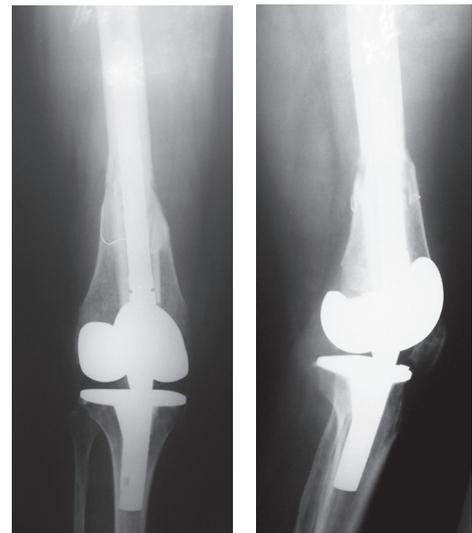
Шарнирный эндопротез Rotating Hinge Knee (Zimmer), имплантированный после резекции дистальной трети бедренной кости по поводу гиганто-клеточной опухоли: а – резецированная дистальная треть бедренной кости замещена структурным аллотрансплантатом, имплантирован эндопротез с длинной бедренной ножкой; б – рентгенограммы коленного сустава через год после операции.
